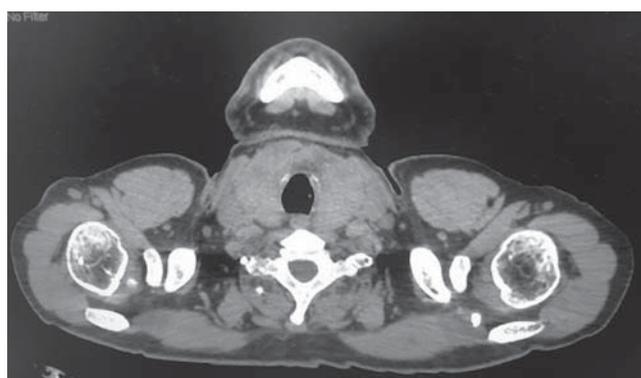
МСКТ органов грудной клетки в поперечном разрезе.
